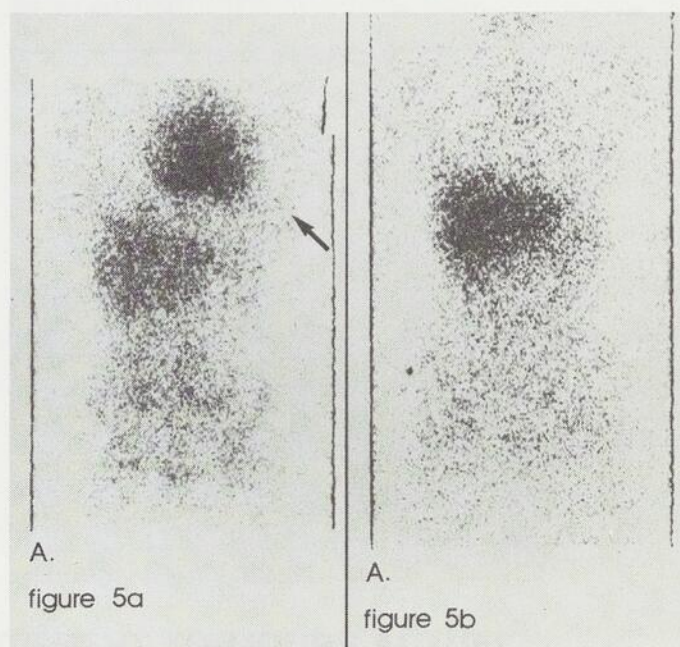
Scintigraphie au Gallium-67 chez une patiente de 24 ans avec maladie de Hodgkin à localisation médiastinale et pulmonaire gauches. Fig. 5a — Foyer très net d'hypercaptation région médiastinale et pulmonaire gauches. Fig. 5b — 5 mois post-traitement par radiothérapie la nouvelle scintigraphie au Gallium-67 est normale. L'examen au Gallium-67 confirme la réponse adéquate au traitement et ne met pas en évidence de récive.
